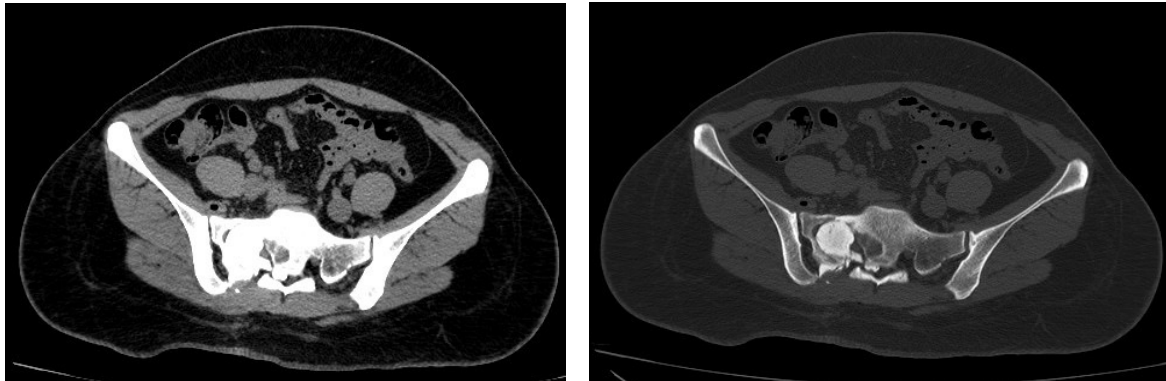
Tomografía computarizada de pelvis en cortes axiales, que revelan material de osteosíntesis en el ala sacra derecha, sin signos de compresión radicular o invasión de estructuras adyacentes.
